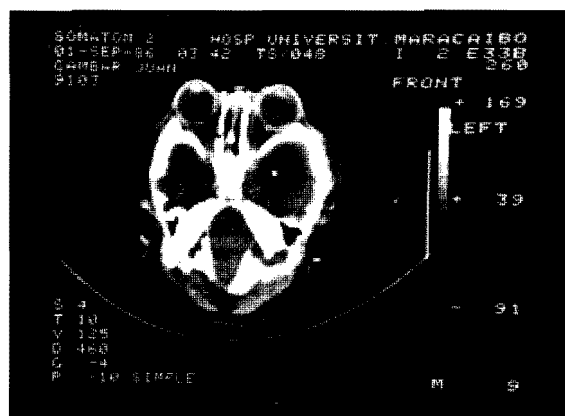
Tomografía de cráneo: hipoplasia de órbitas
